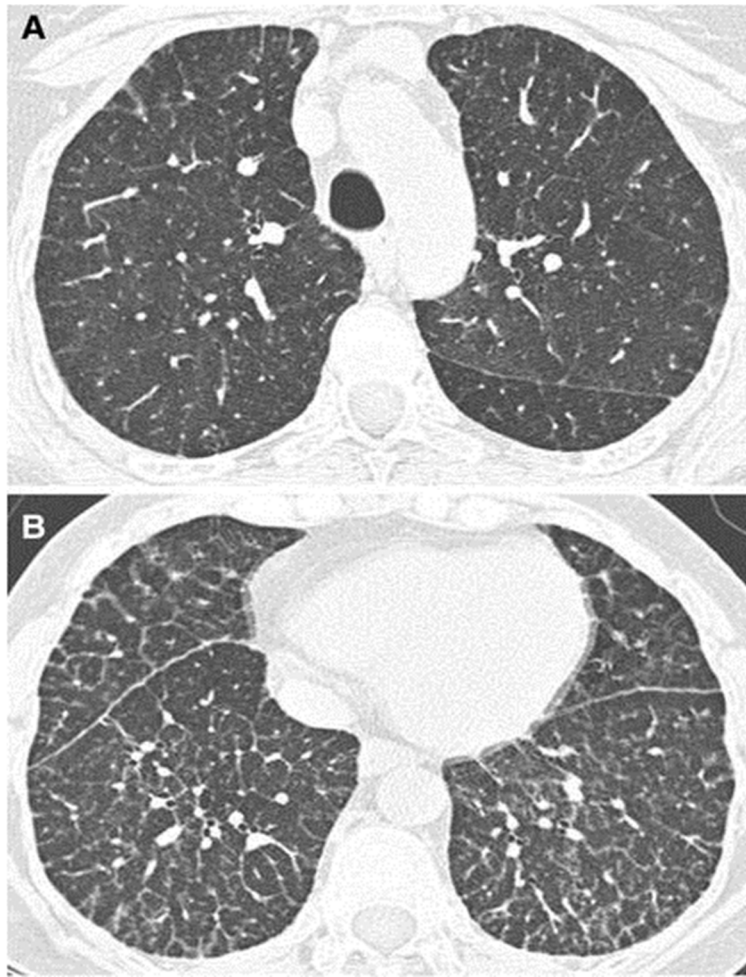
Image TDM axial en fenêtre pulmonaire, montrant l'aspect d'un poumon de NPD-B [64].
